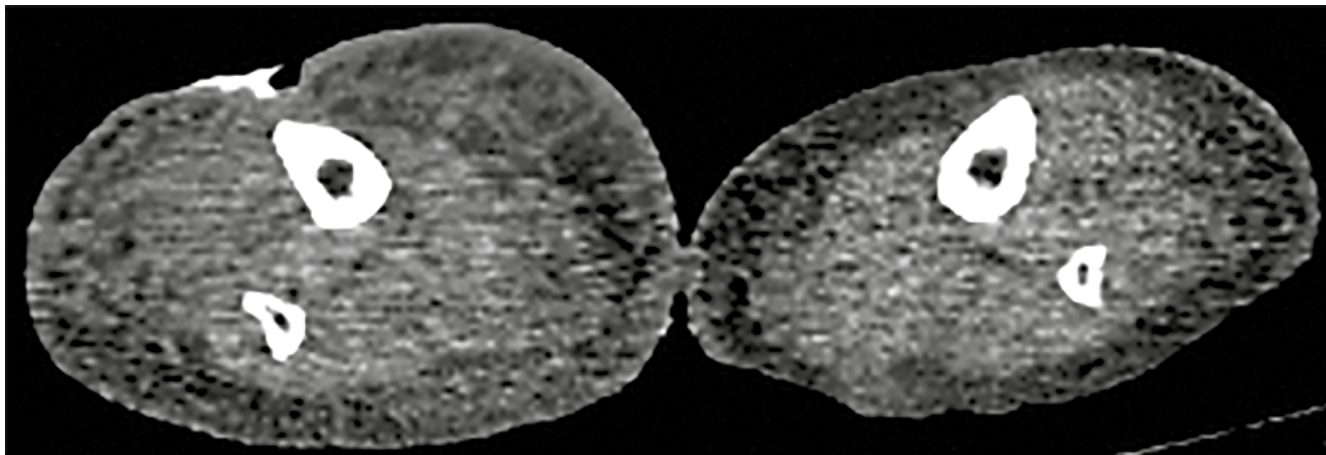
Компьютерная томограмма. Аксиальный срез на уровне верхних третей голеней: выраженный отек и инфильтрация мягких тканей правой голени
